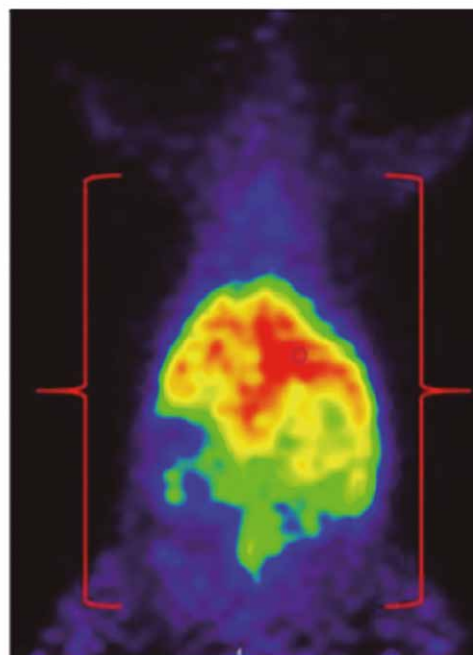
Imagem PET de um camundongo (corpo inteiro) com ¹¹C-Metionina.
